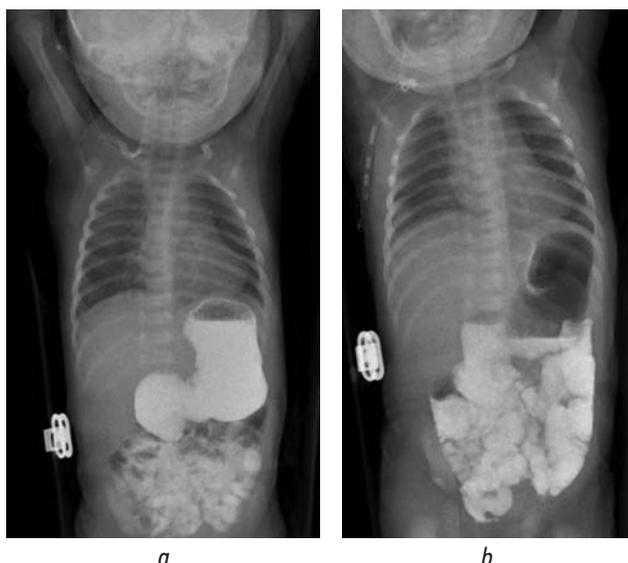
Рентгенография с контрастированием бариевой взвесью: *a* — через 30 мин контраст в желудке и ДПК, частично в петлях тонкой кишки; *b* — через 3 ч часть контраста остается в желудке, ДПК и бóльшая часть в петлях тонкой кишки
